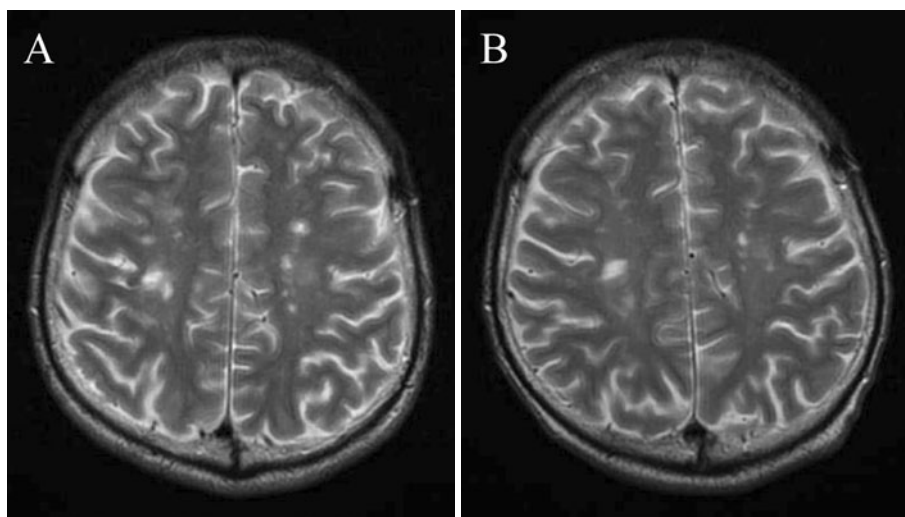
Brain MRI on admission and after treatment. (A) Brain MRI on admission demonstrated multiple spotted and patchy shadows with a high-signal intensity on the cerebral white matter and bilateral basal ganglion, indicating the diagnosis of cerebral infarction. (B) Three months after an initiation of heparin, the brain lesions had not worsened.
